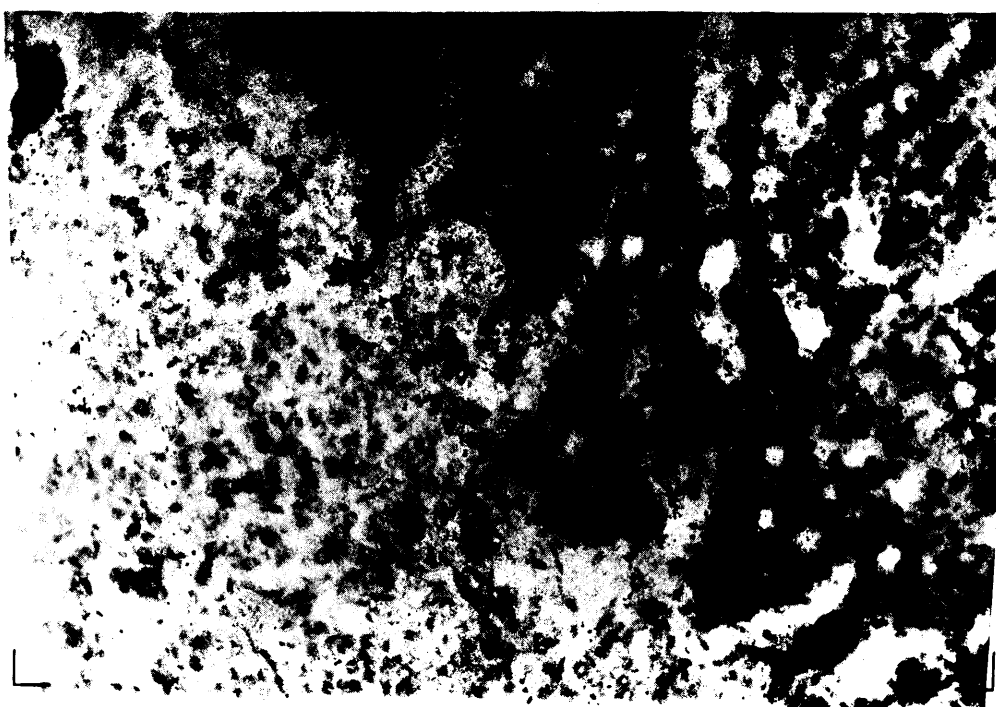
MICROAUTORRADIOGRAFIA DE CAPSULA SUPRARRENAL (x 160)
